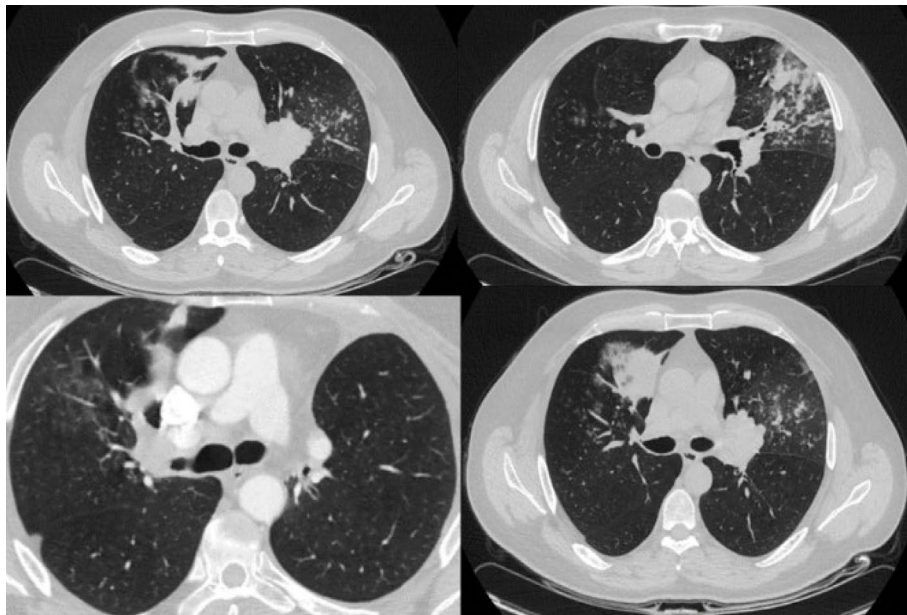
КТ ОГК от 19.04.2018 г. перед началом лечения.
